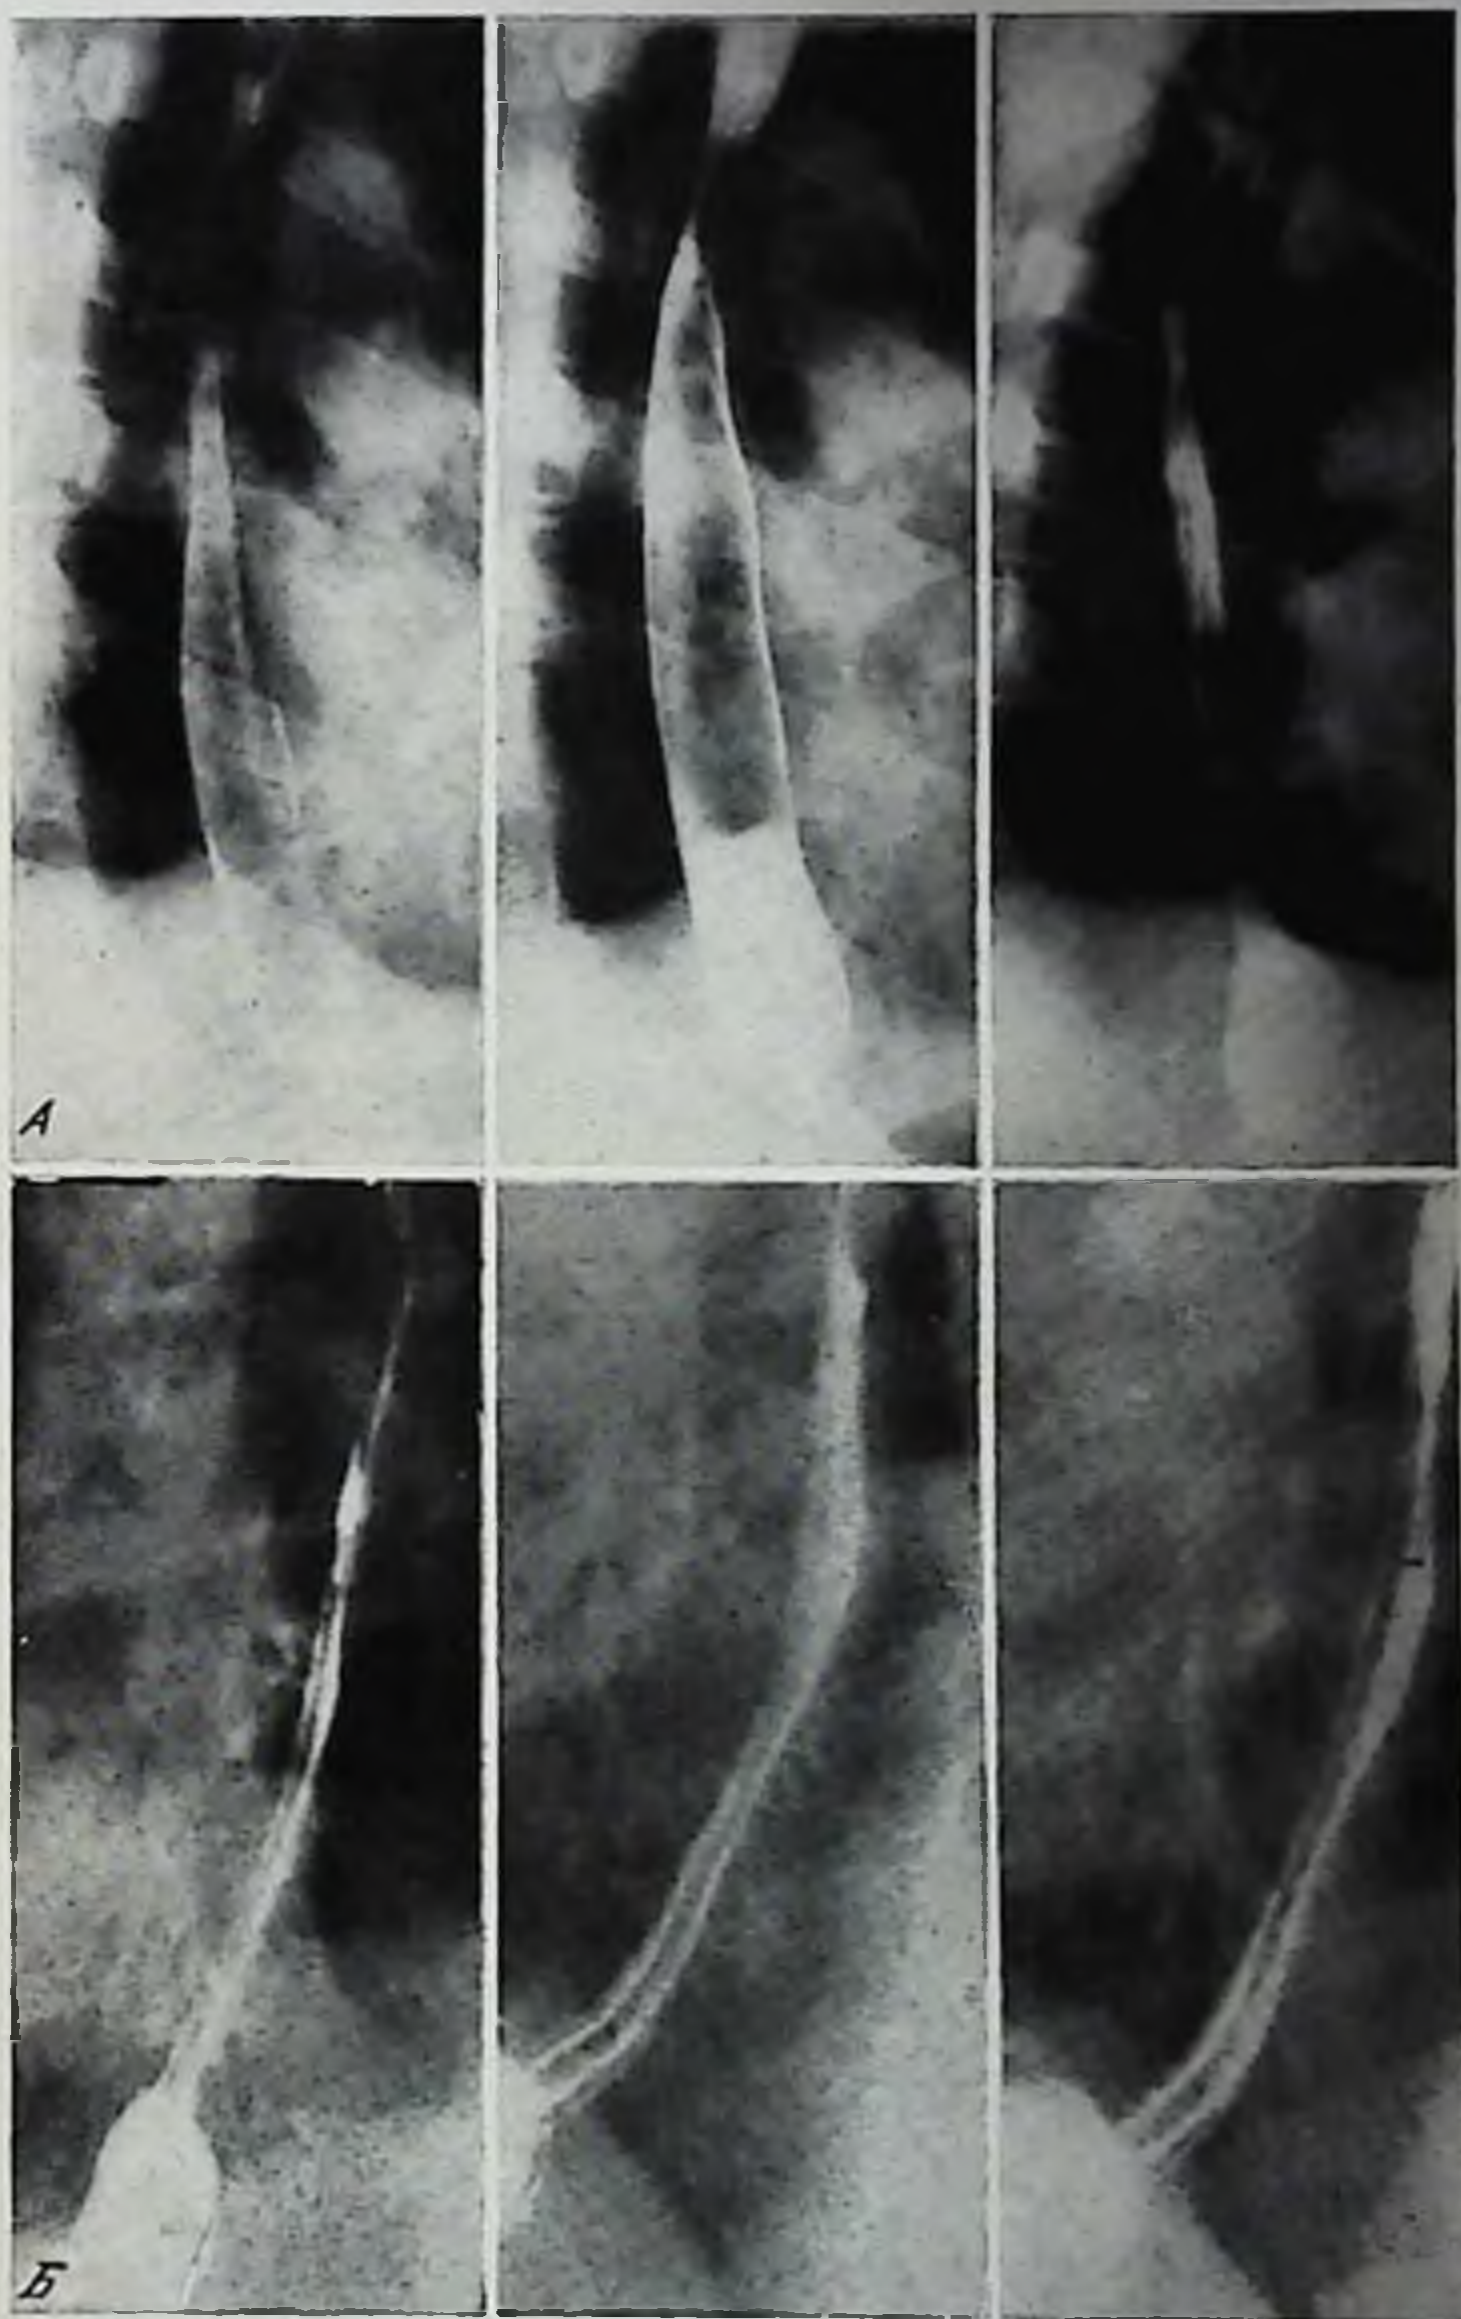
Рентгенологическая картина нормального пищевода
